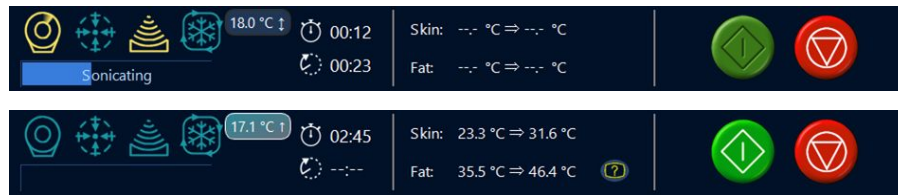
Affichage de l'état du système : pendant l'émission des ultrasons (au-dessus) et pendant l'inactivité (au-dessous).
